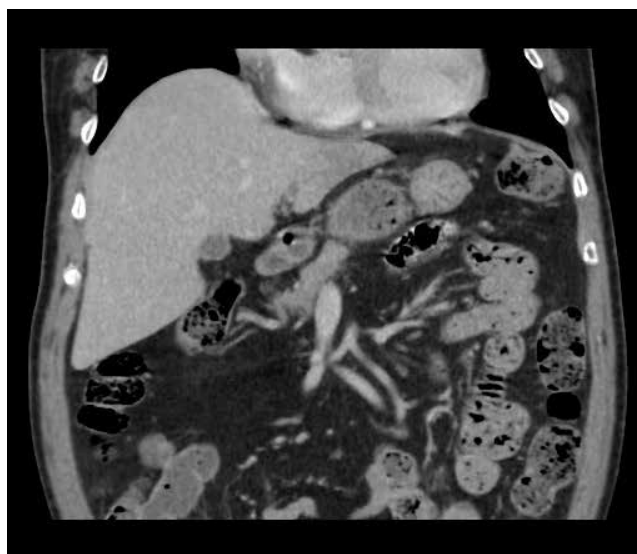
Imagen TAC IPT al mes.
